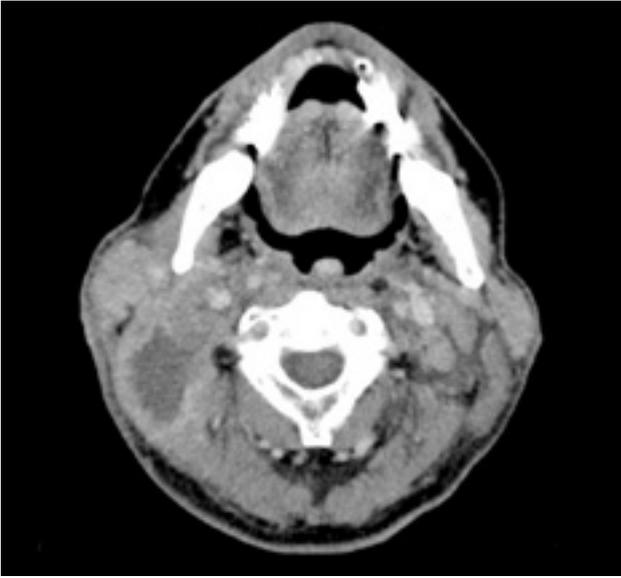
TAC cervical: conglomerados adenopáticos bilaterales.
